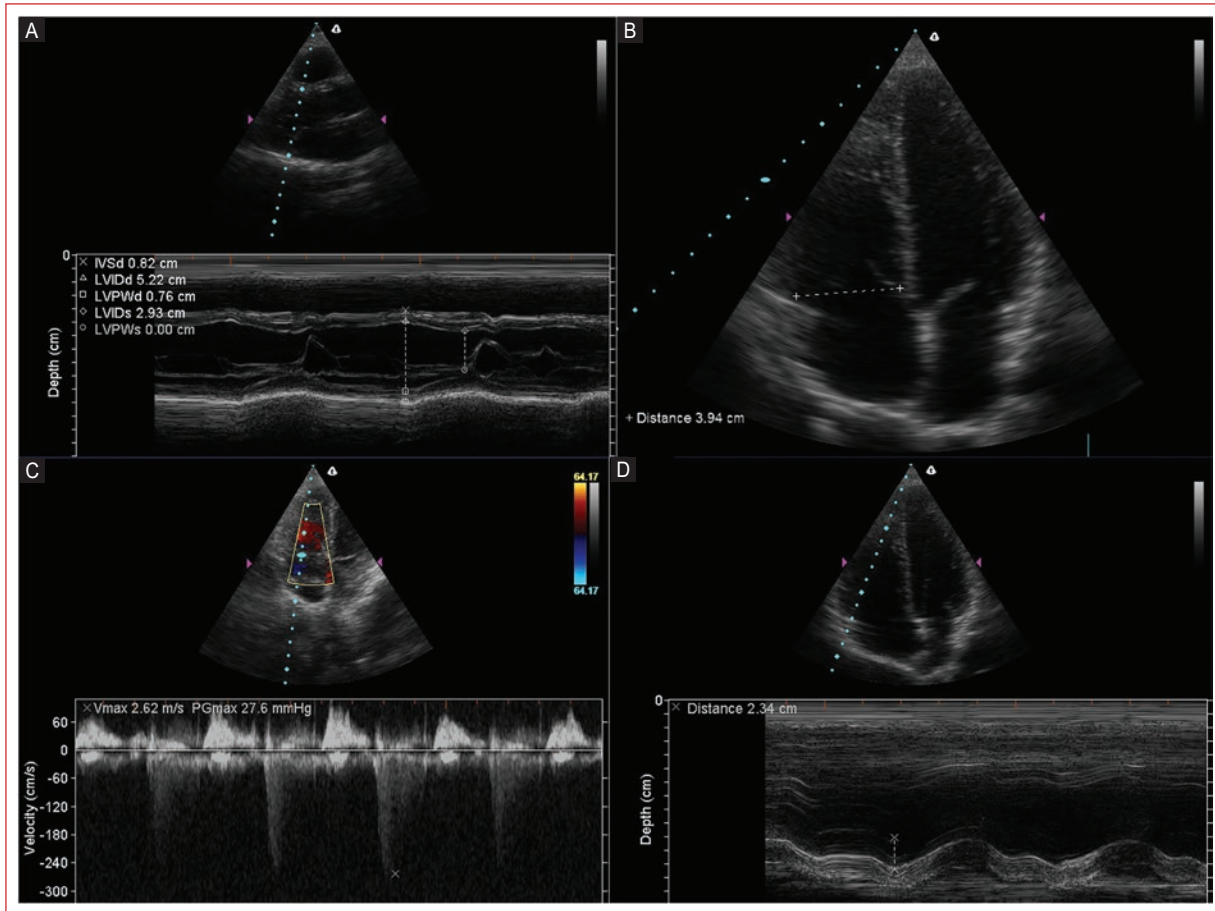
Echocardiographic measurements by sex. A: measurement of left ventricular thickness, diameters, and ejection fraction. B: measurement of basal right ventricular diameter. C: measurement of tricuspid regurgitant peak velocity. D: TAPSE measurement.
